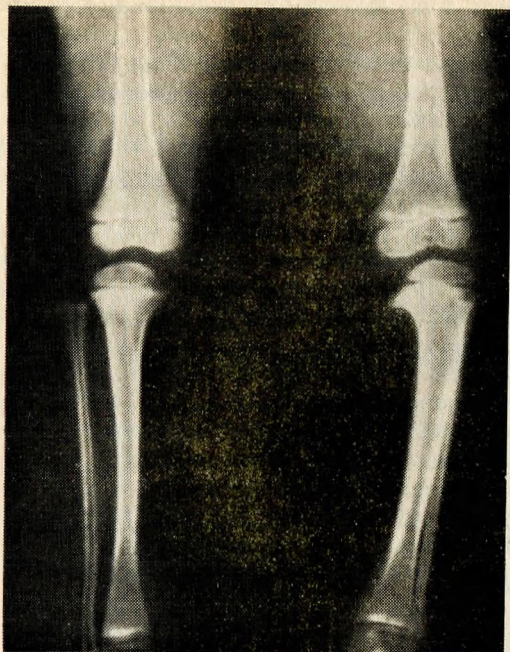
Рентгенограмма большеберцовых костей при болезни Бланта.
